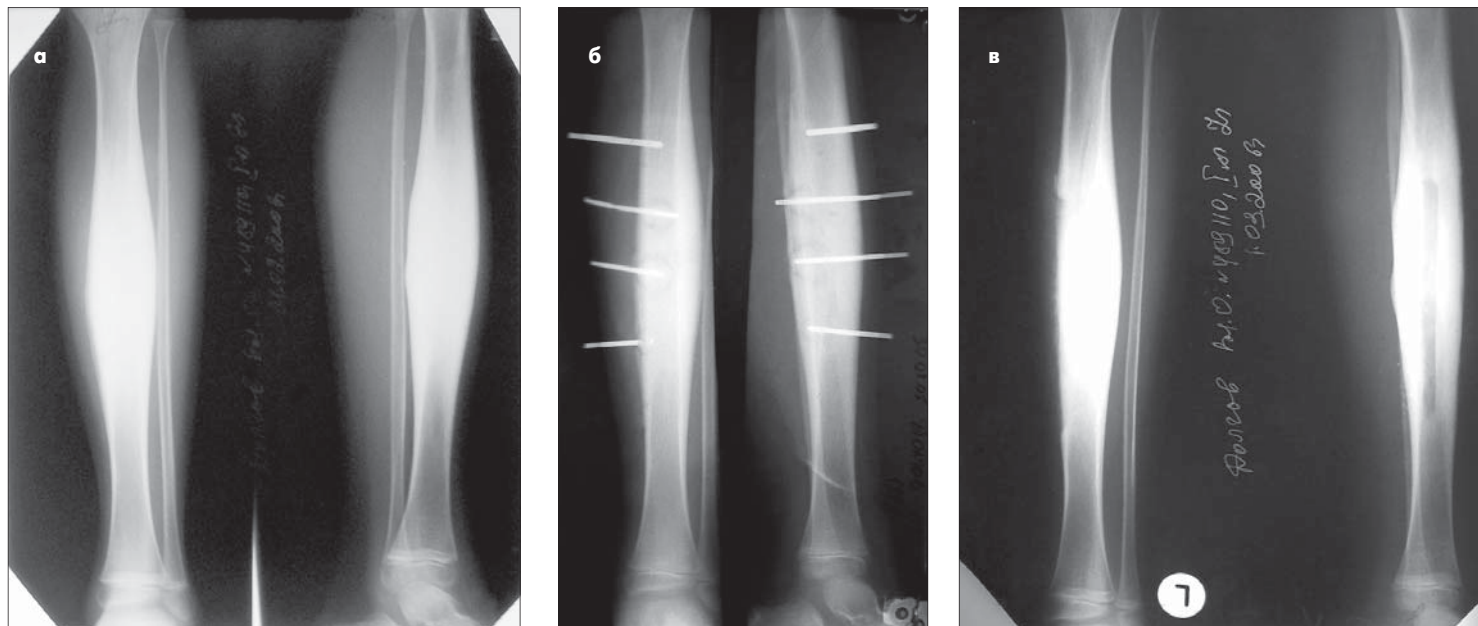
Рентгенограма хворого Д., 12 років: а – на момент госпіталізації; наявне веретеноподібне потовщення середньої третини великогомілкової кістки; б – виконана декомпресія кістково-мозкового каналу великогомілкової кістки кістковими голками; в – після оперативного лікування в клініці кістково-гнійної хірургії – виконана крайова резекція періостальних нашарувань і резекційна трепанація середньої третини великогомілкової кістки
